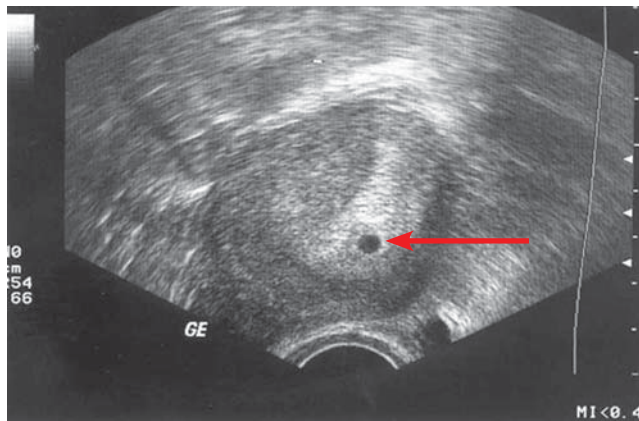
Беременность 5 нед. Стрелкой указан хорион (УЗИ)
